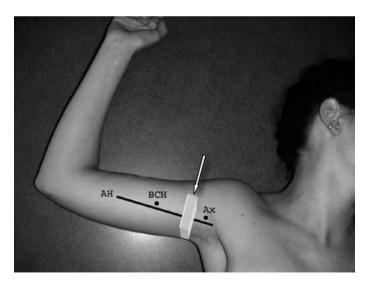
Orientation de la sonde d'échographie et de l'aiguille pour un bloc axillaire.
